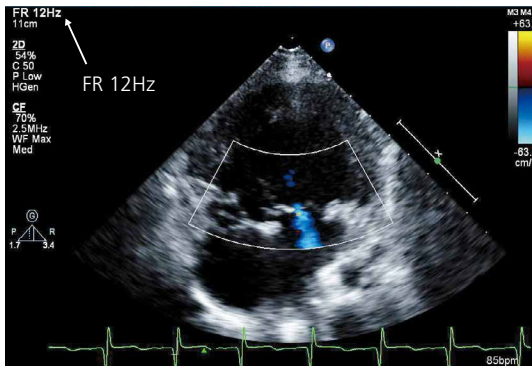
カラー Doppler 表示の画角とフレームレート 1
